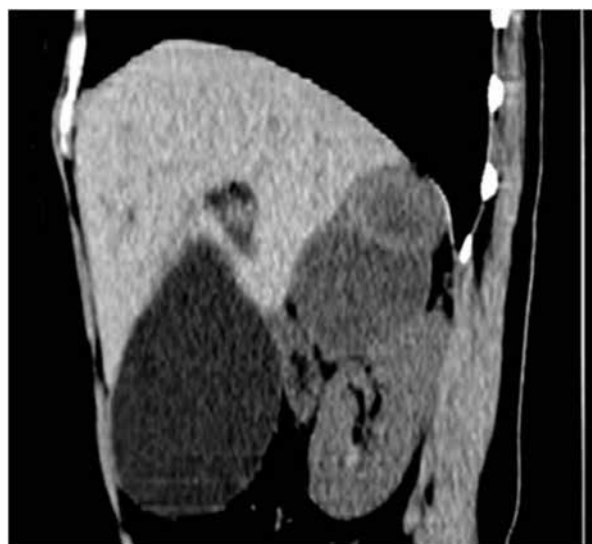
КТ. Злокачественная феохромоцитома правого надпочечника с метастазом в холедох
